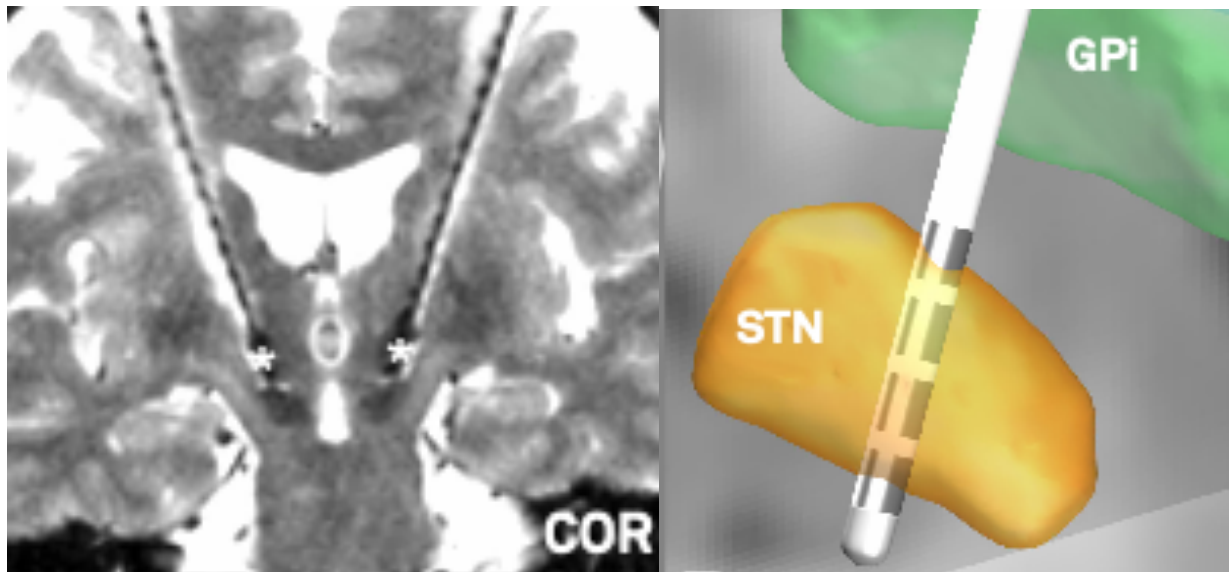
Postoperative Darstellung der Elektroden im STN (Fusion, MRT, coronare Schicht, links) und Darstellung der Elektrodenlokalisierung mittels LEAD-DBS (rechts) (31).
